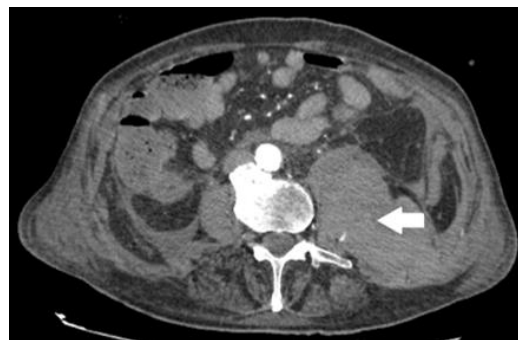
Tomografía axial computada de abdomen y pelvis, corte axial: se observa colección hemática retroperitoneal, en topografía del músculo psoas izquierdo y espacio pararenal posterior izquierdo.
